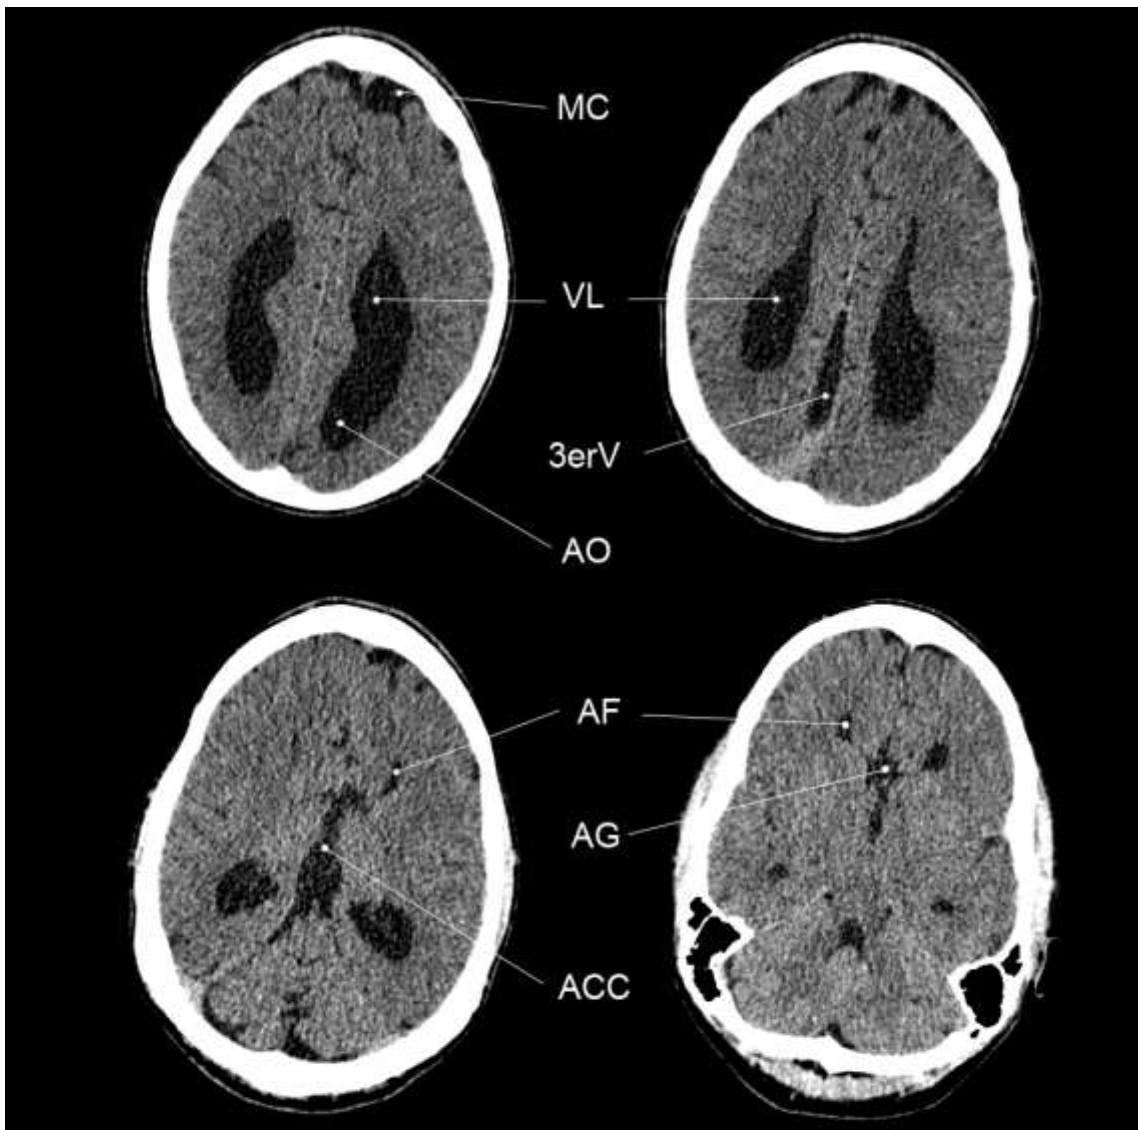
Imágenes por tomografía axial computarizada del encéfalo de M.E. Vista axial. *Nota.* MC, malformación cortical; VL, ventrículo lateral; 3erV, tercer ventrículo; AO, asta occipital; AF, asta frontal; AG, ausencia del genu; ACC, ausencia del cuerpo calloso.
